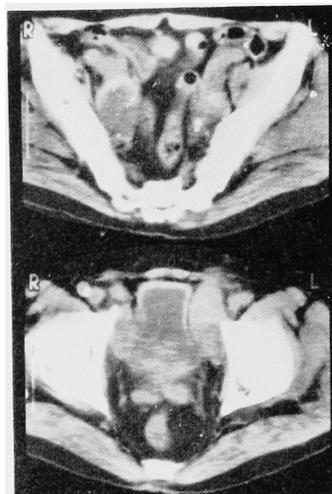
CT 2.5 months after treatment showing remarkable regression of the tumor.
